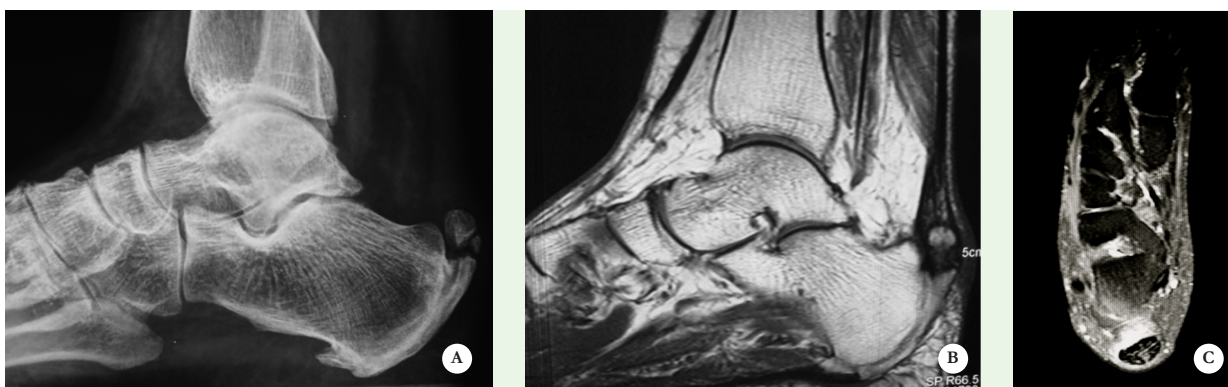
A. Radiografia em perfil do retropé, mostrando as calcificações insercionais e intratendíneas.
